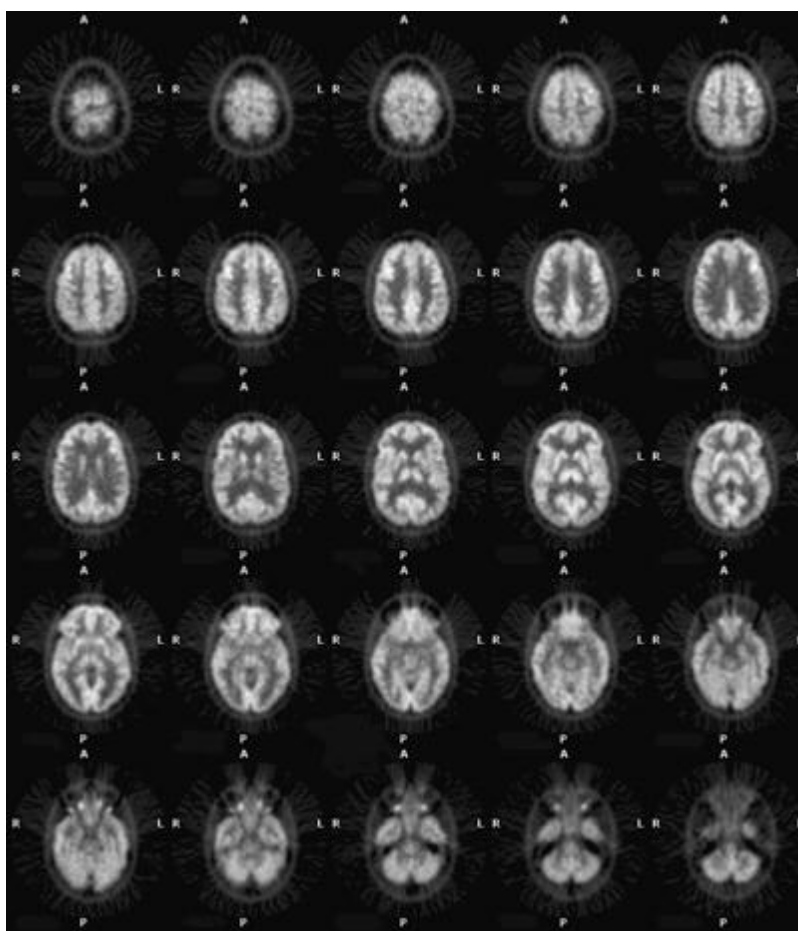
scanner normal du cerveau au FDG-PET. Notez l'activité accrue de la matière grise, à la fois dans corticale et les structures profondes de gris, par rapport à la substance blanche relativement hypométabolique. Dans ce patient, vous pouvez également voir la physiologie du FDG dans les muscles extraoculaires.
